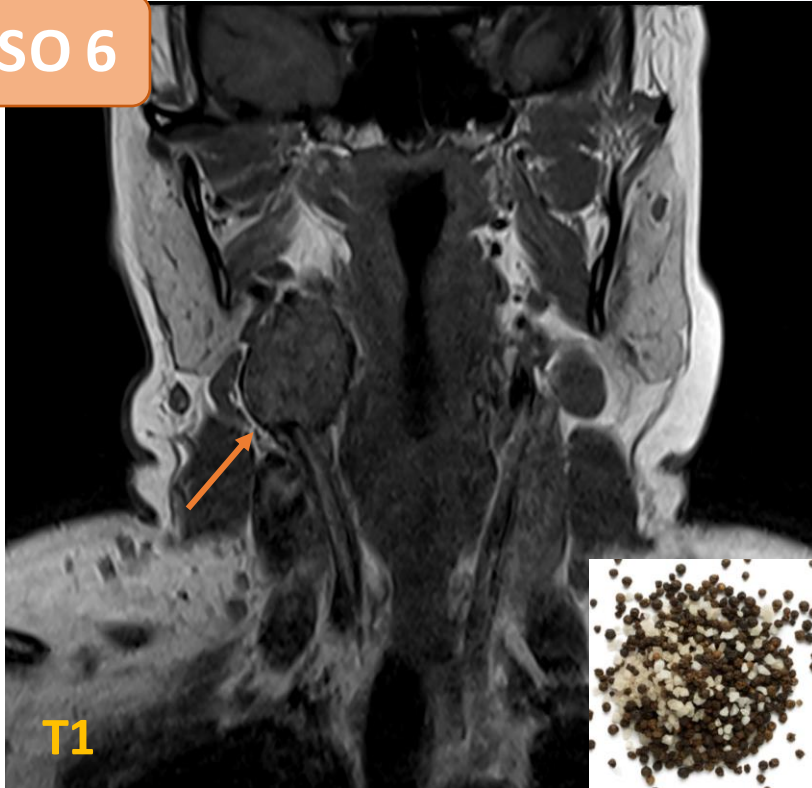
RM donde se observó lesión en post-bifurcación carotídea que se comportaba en las distintas secuencias:
